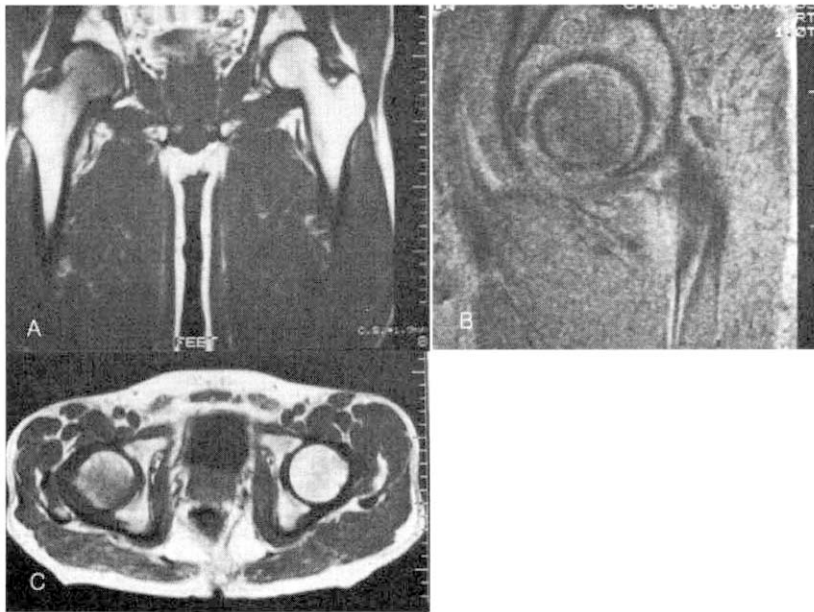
MR image(2003-8-26)
